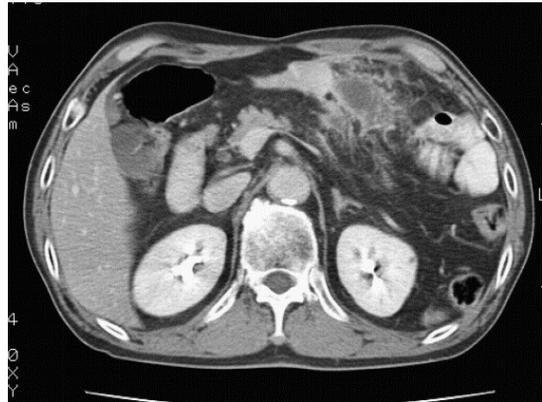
Abdominal computed tomography (CT) finding. Severe fatty infiltration around right upper abdomen was shown.
